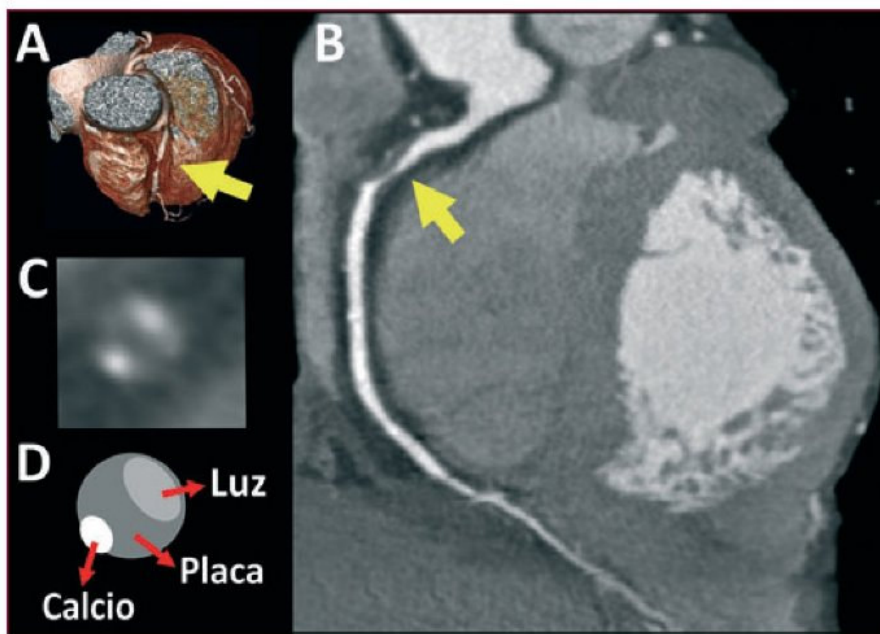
Estenosis severa de la coronaria derecha proximal en la tomografía computarizada coronaria (flechas gruesas). A: VR. B: MPRc. C y D: la sección transversal del vaso a la altura de la lesión muestra que la placa no calcificada es el componente más voluminoso. El estudio aporta información diagnóstica y pronóstica indudable.
